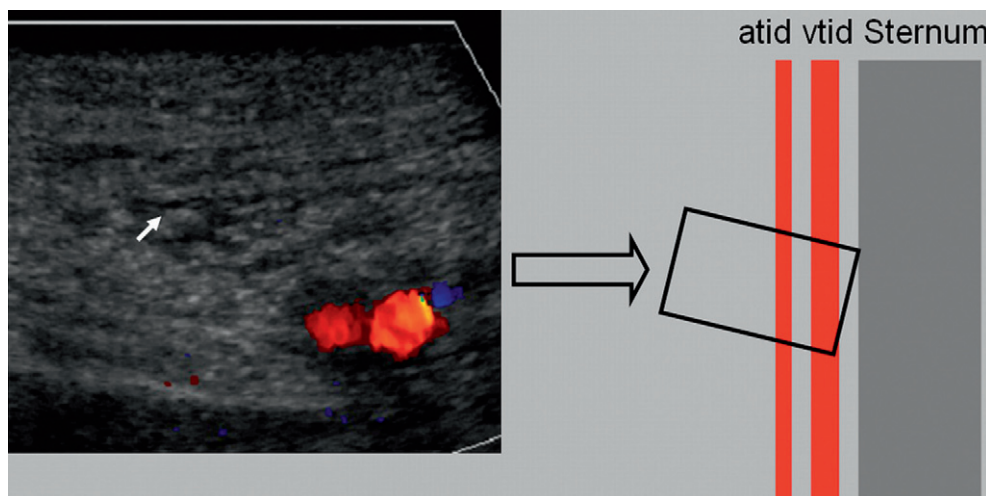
Échographie-Doppler du pédicule thoracique interne au cours d'un syndrome cave supérieur.
